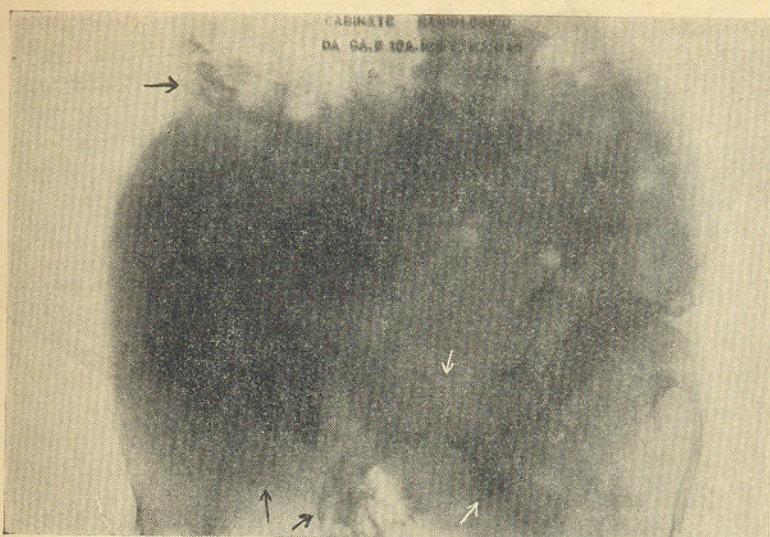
Radiografia da bacia
